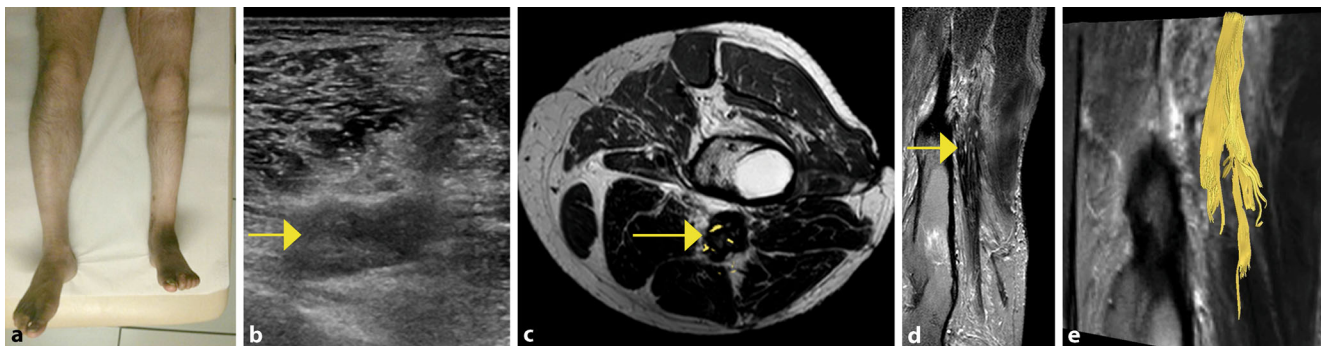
▲ Patient mit Durchschuss des N. ischiadicus und konsekutiver hochgradiger Atrophie der linken unteren Extremität (a). In der sonographischen Untersuchung (b) stellte sich ein verdickter N. ischiadicus mit Verlust der faszikulären Textur dar (Pfeil). In T2-gewichteten (c) und sagittalen Short-tau-inversion-recovery (STIR)-MRT-Aufnahmen (d) zeigte sich der verdickte Nerv (Pfeile) hypointens mit Zeichen einer Fibrose und Weichteilbegleitverletzung sowie knöcherner Beteiligung. Mithilfe der MR-Traktographie (e) stellte sich eine vollständige Kontinuitätsunterbrechung des Nervs proximal der maximalen Verdickung dar
